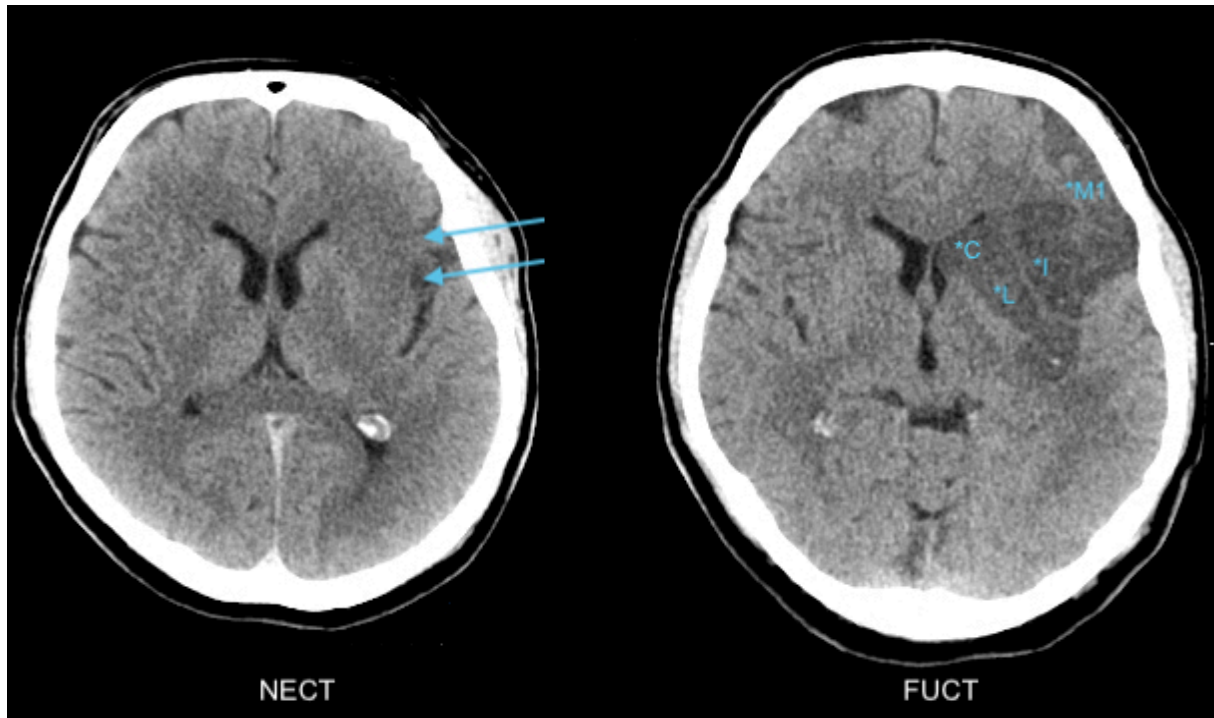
Infarktausdehnung mit der ASPECTS Bewertung.
